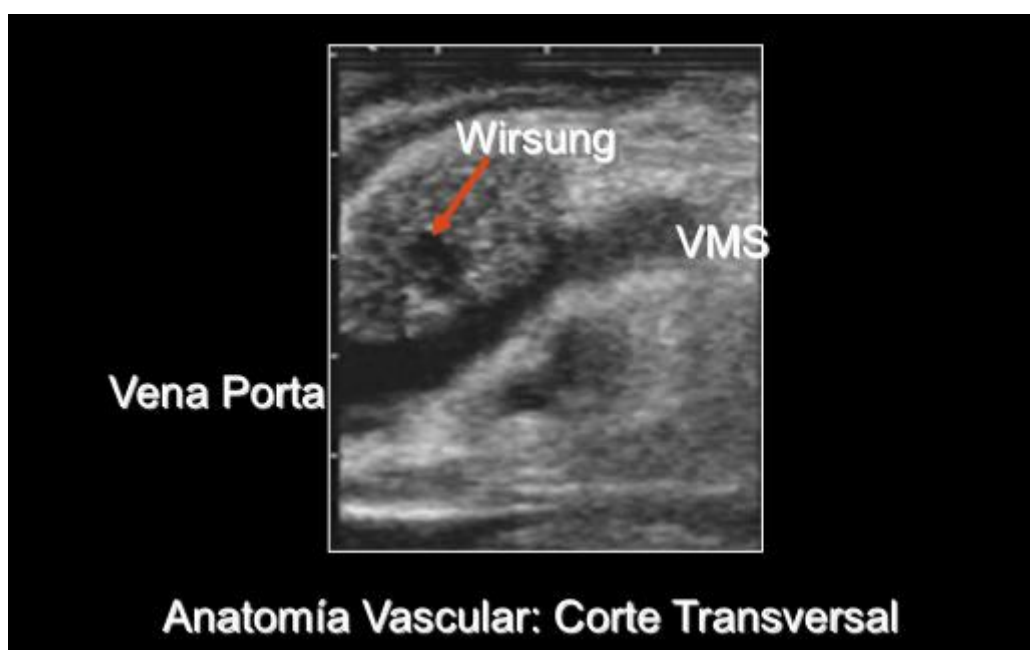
Ecografía pancreática. Corte transversal. Se observa eje vascular principal de vena porta
